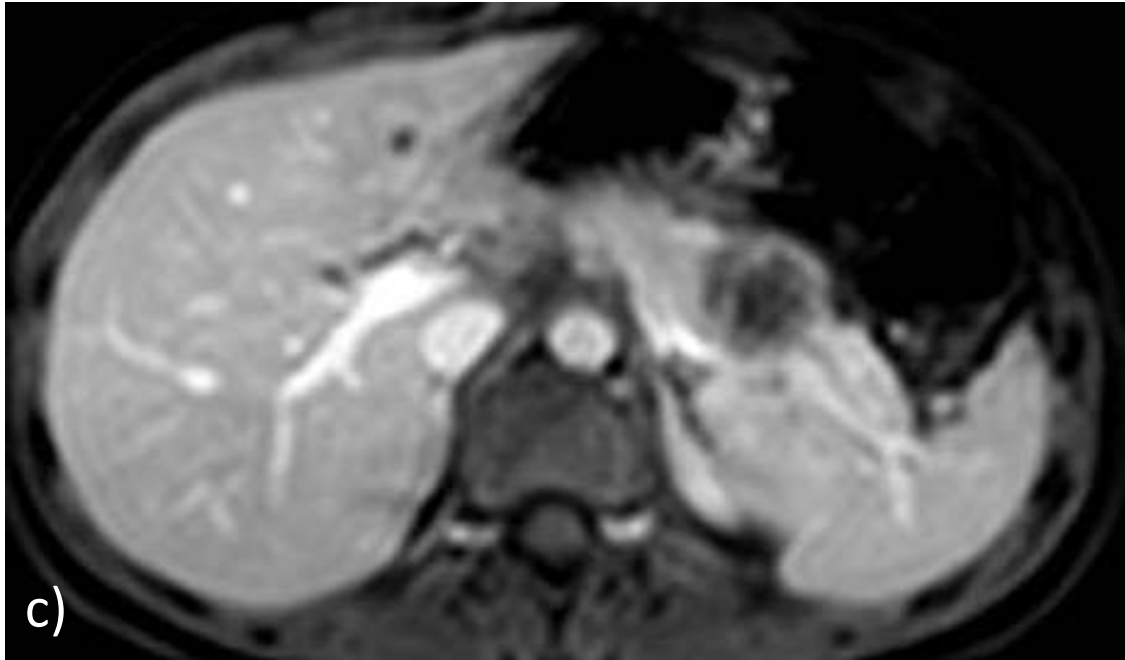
Patrón radiológico mixto. c) T1 post gadolinio; d)DWI: lesión restrictiva en difusión con área central hipointensa en B1000 sugestivo de necrosis central; e) pieza quirúrgica intraoperatoria .
